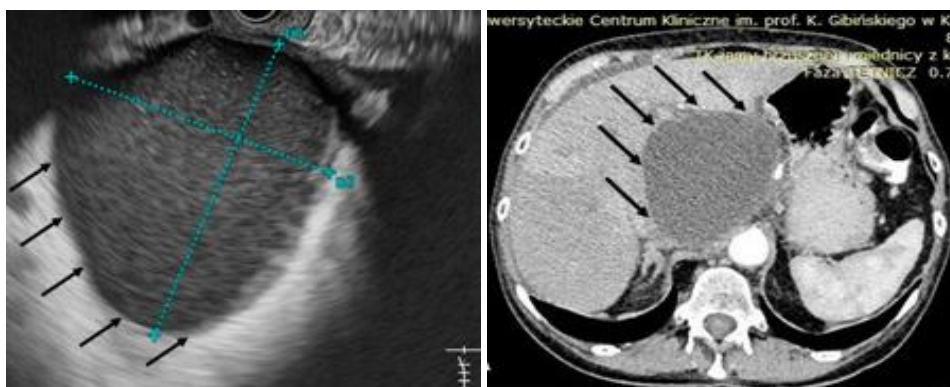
УЗИ и КТ при опухоли головки ПЖ
